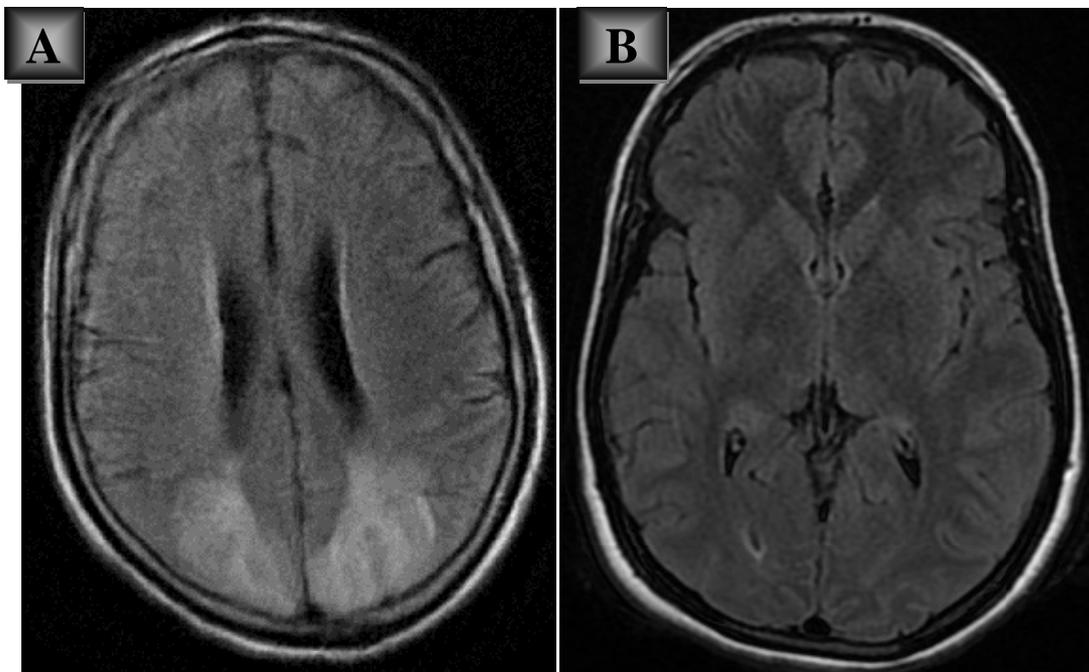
IRM cérébrale séquence Flair en coupe axiale montrant la régression complète(B) des lésions initiales(A).
